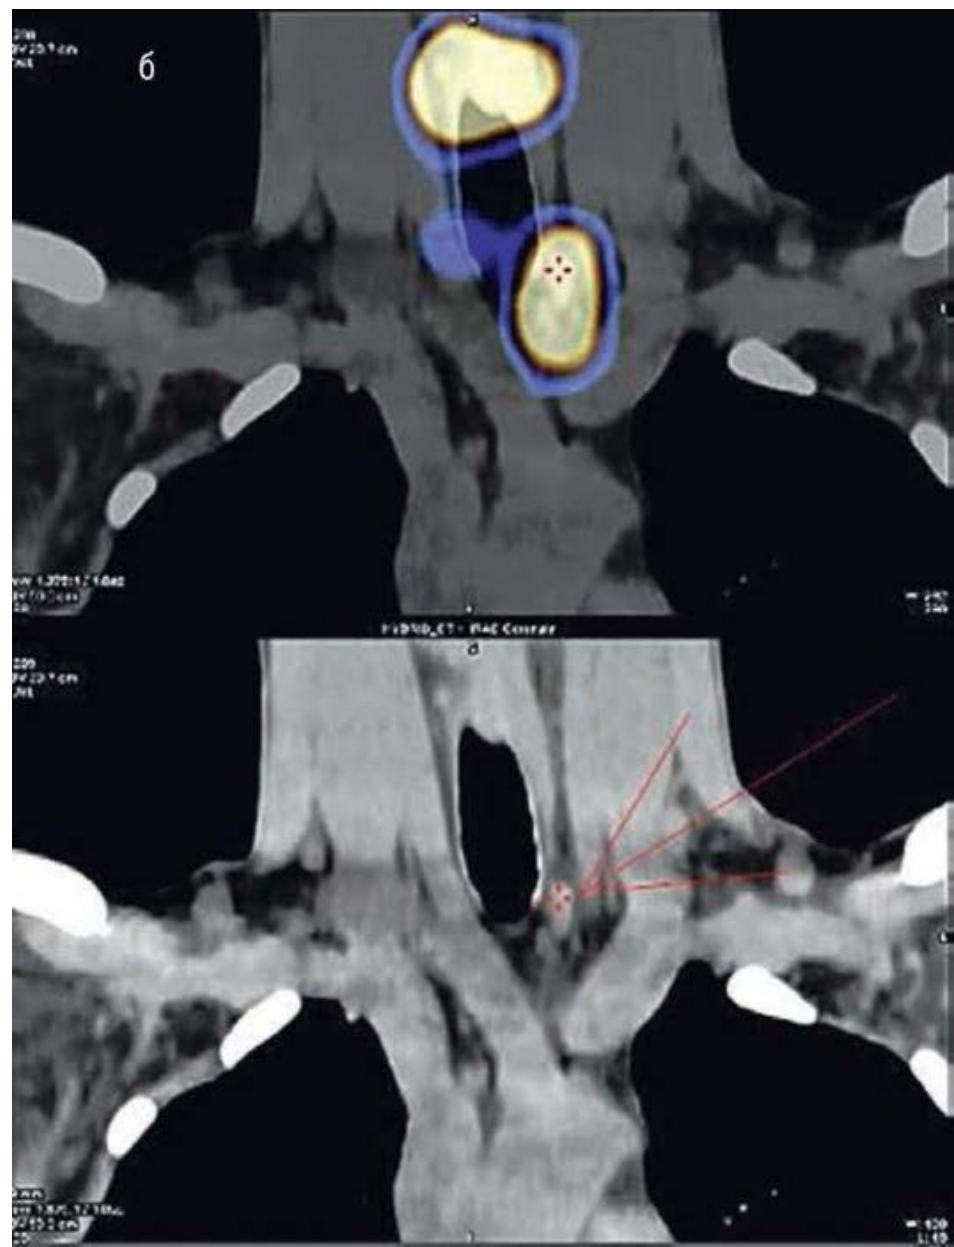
Окончание. б - однофотонная эмиссионная компьютерная томография в сочетании с компьютерной томографией. Накопление радиофармпрепарата в ложе щитовидной железы и лимфатических узлах
